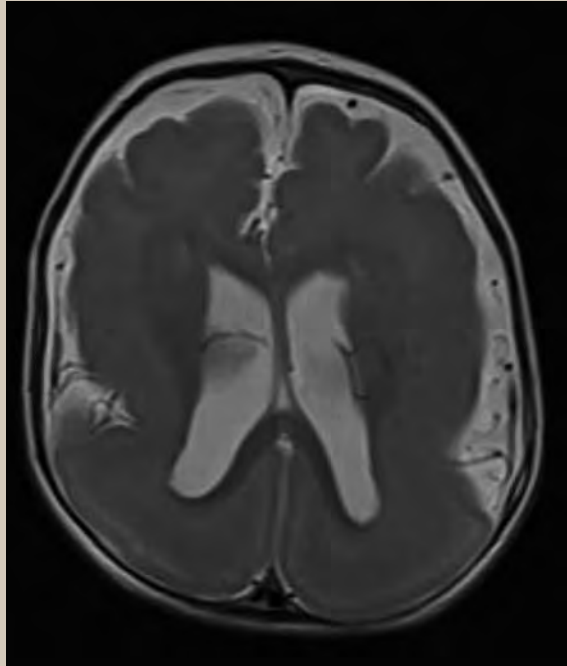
Corte axial de resonancia magnética cerebral ponderada en T2 que muestra engrosamiento difuso de la corteza cerebral bilateral y apariencia lisa de la superficie cortical
